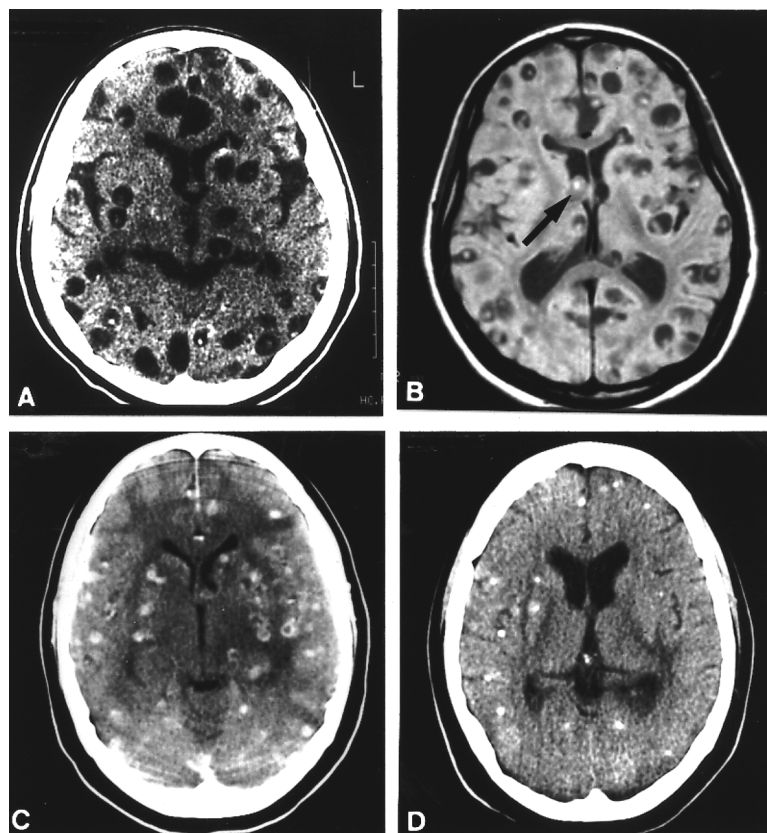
Características de neuroimagem (TC e RNM) dos cistos cisticercóticos nos seus diferentes estágios de evolução. A: TC na ausência de contraste - múltiplas lesões císticas intraparenquimatosas com escólex no interior de várias delas e algumas calcificações. B: RNM em sequência T1 da mesma paciente da figura 2 A - melhor visualização de escólex e de cisto intraventricular (seta); calcificações não são identificadas. C: TC com contraste - múltiplas lesões com reforço homogêneo ou anelar; representando cistos em fase de degeneração. D: TC sem contraste da mesma paciente da figura 2C, quatro anos após - presença de múltiplas calcificações intraparenquimatosas.
